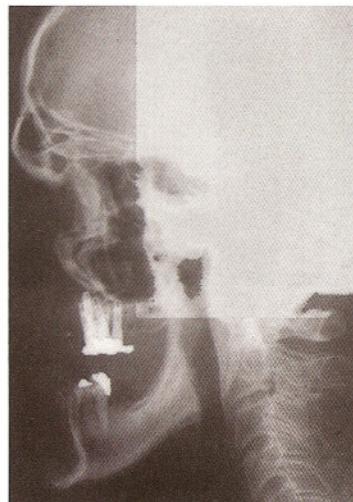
На рентгенограмме головы пациента с рисунка 6.5 в боковой проекции видны имплантаты на верхней челюсти.
